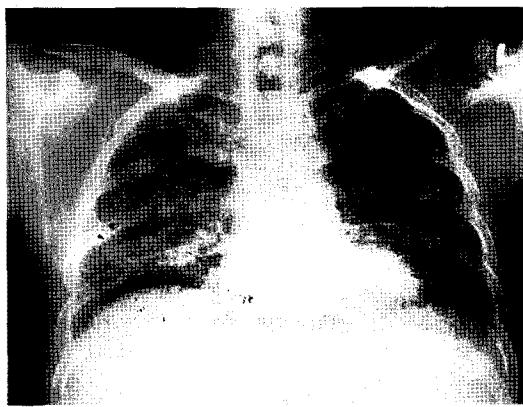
Follow-up chest radiograph on 3 weeks later shows improvement of reticular opacities in LUL zone, but at RLL & RML field, reticular densities are not remarkably changed compared to last follow up.
